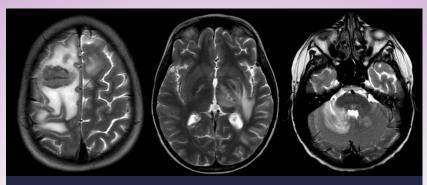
RM cerebro secuencia T2 cortes axiales.
